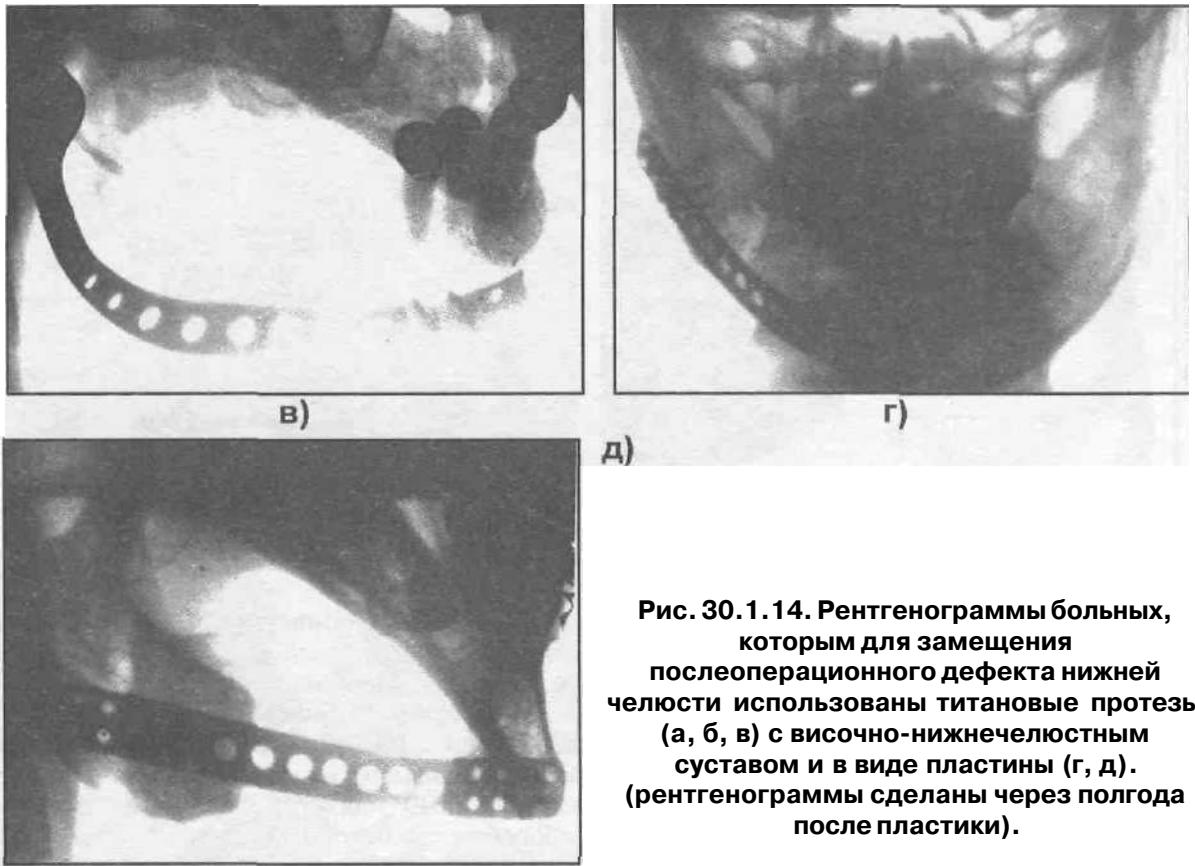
Рентгенограммы больных, которым для замещения послеоперационного дефекта нижней челюсти использованы титановые протезы (а, б, в) с височно-нижнечелюстным суставом и в виде пластины (г, д). (рентгенограммы сделаны через полгода после пластики).
